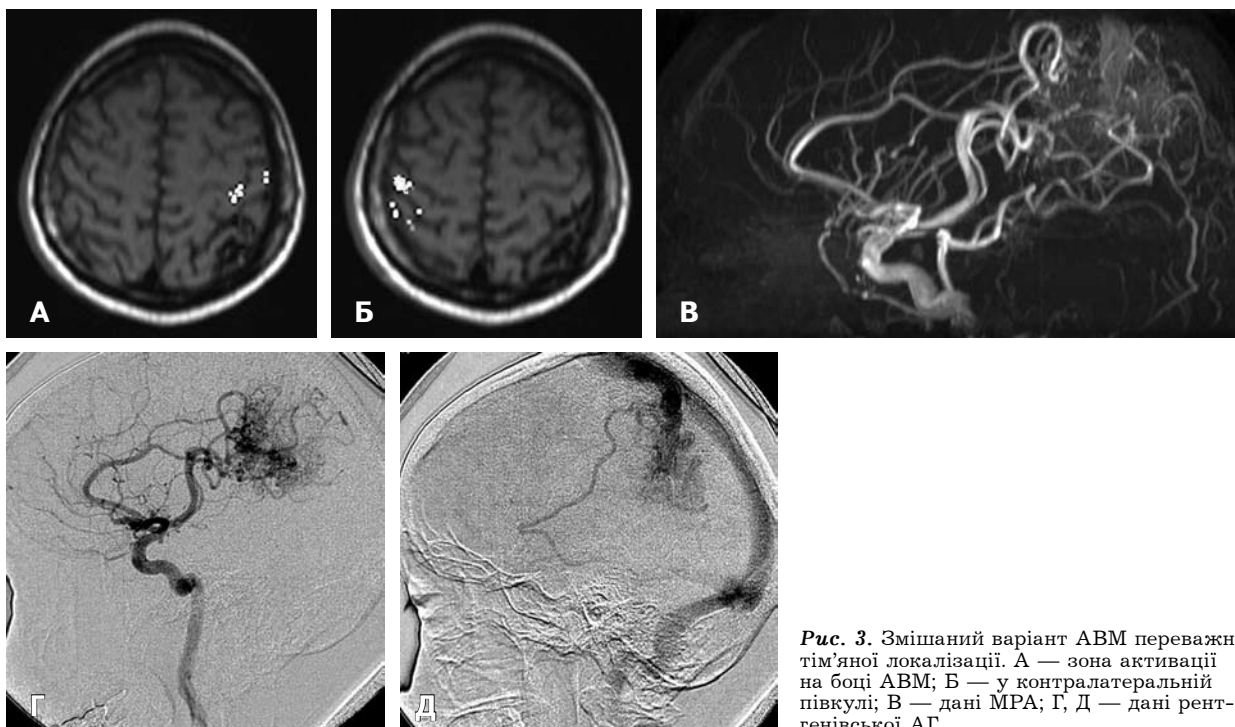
Змішаний варіант АВМ переважно тім'яної локалізації. А — зона активації на боці АВМ; Б — у контралатеральній півкулі; В — дані МРА; Г, Д — дані рентгенівської АГ.
